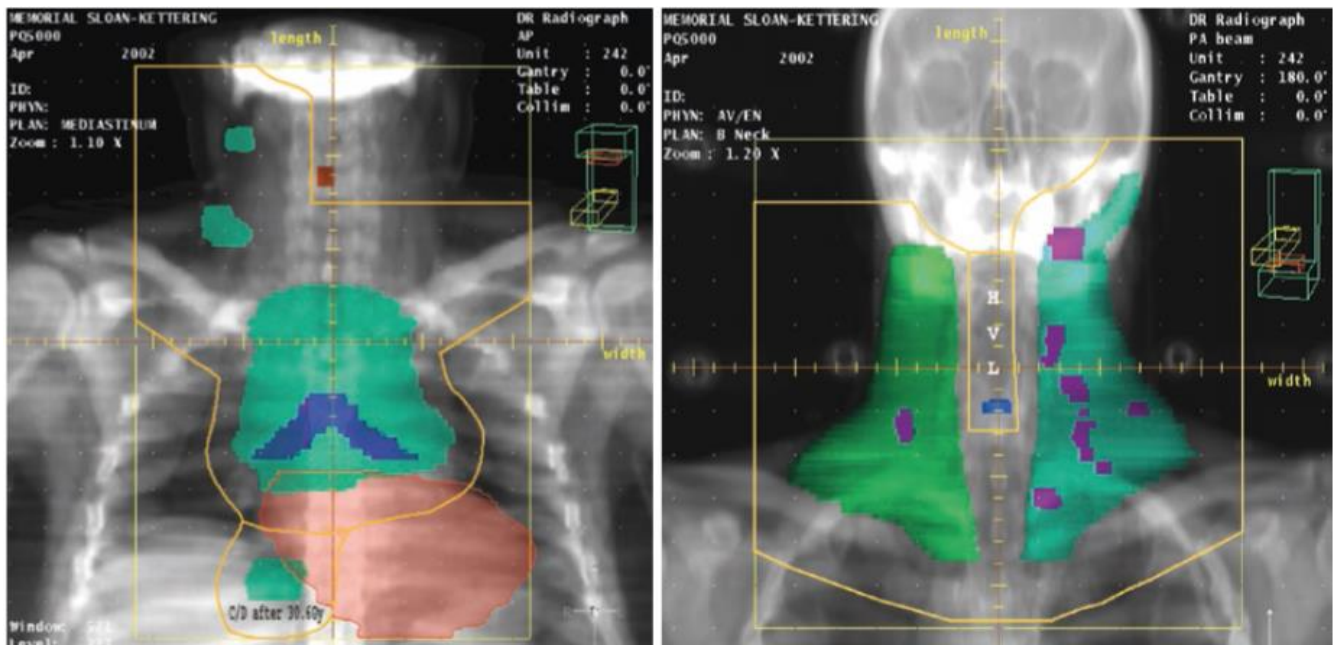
GTV_{CT} πριν την χημειοθεραπεία σε Ct scan πριν την χημειοθεραπεία.
